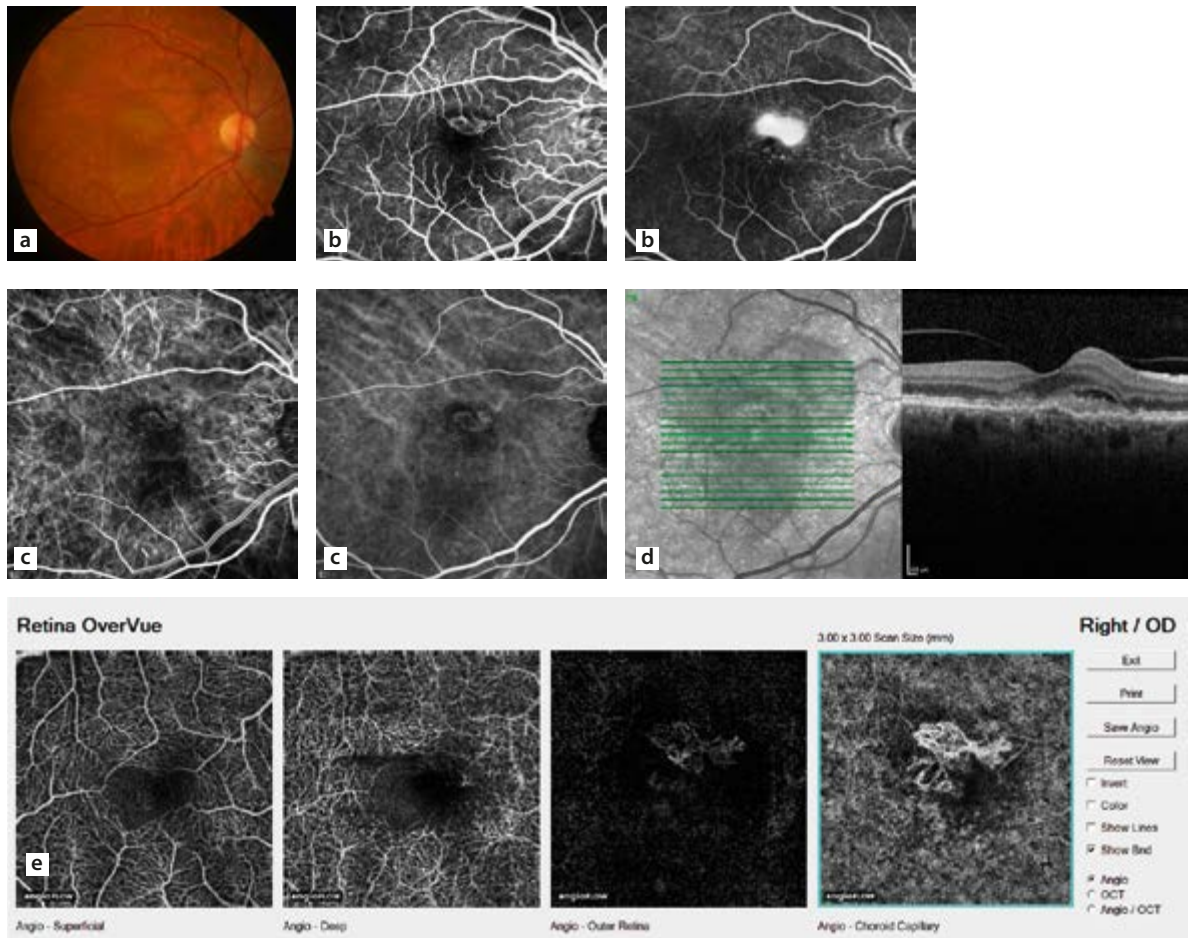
Multimodale Diagnostik bei klassischer CNV (Typ 2). a Fundusphoto. b FLA: Früh- und Spätphase. c ICGA: Früh- und Spätphase. d SD-OCT. e OCT-A. SD-OCT = Optische Kohärenztomographie. CNV= chorioidale Neovaskularisation. OCT-A = Optische Kohärenztomographie-Angiographie. FLA = Fluoreszeinangiographie. ICGA = Indocyaningrün-Angiographie.
